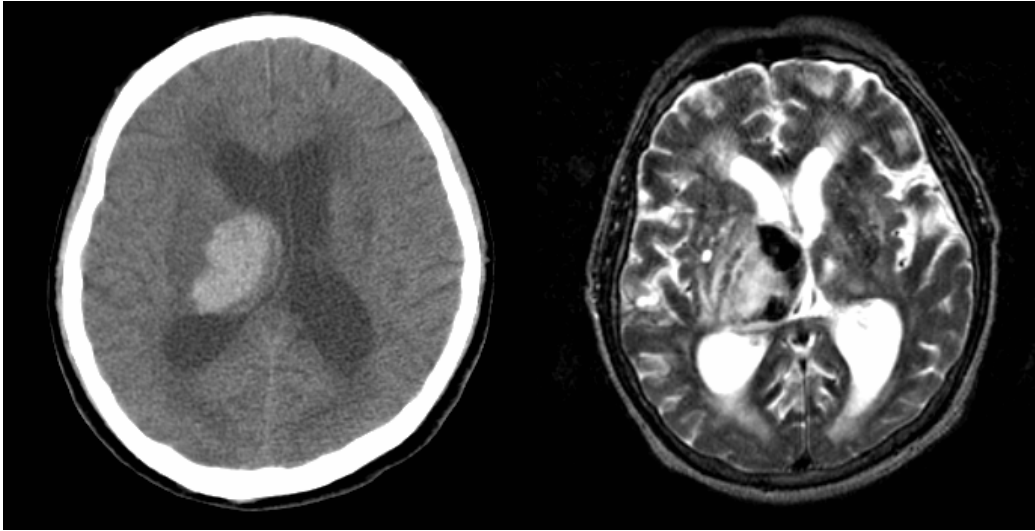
Non-contrast brain CT scan revealed a hemorrhagic lesion at the right thalamus. The brain midline was deviated to the left. On T2 weighted MRI, the corresponding lesion showed a low signal intensity at the anteromedial side.
